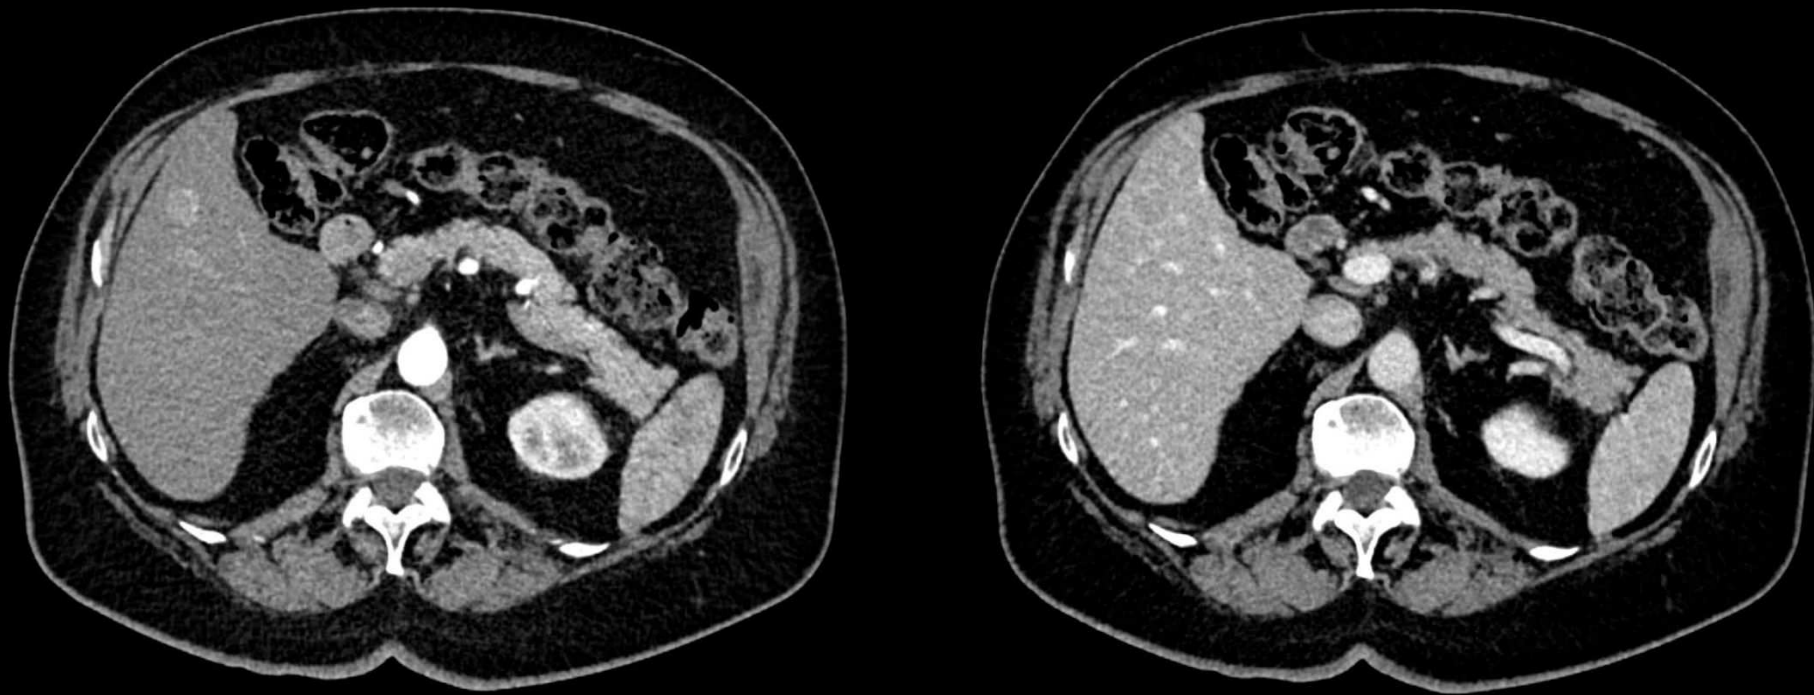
TC con contraste en fase arterial (izquierda) y en fase venosa (derecha). Nódulo con captación arterial y lavado venoso precoz localizado en el segmento V. Comportamiento típico de CHC y, por tanto, diagnóstico.
